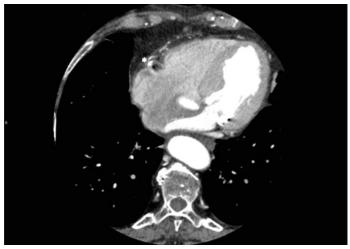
Corte coronal de Angio-TC de tórax con contraste intravenoso, donde se objetiva disección de arteria coronaria derecha proximal (asterisco).
